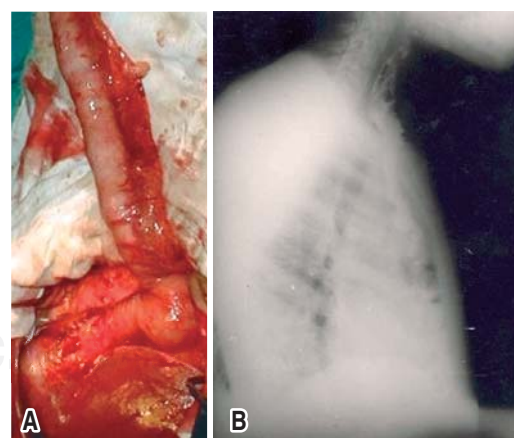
(A) Tubo gástrico a expensas de la curvatura mayor ascendido por vía retroesternal. (B) Radiografía contrastada del esófago a las cuatro semanas de realizada la esofagogastroplastia isoperistáltica.
